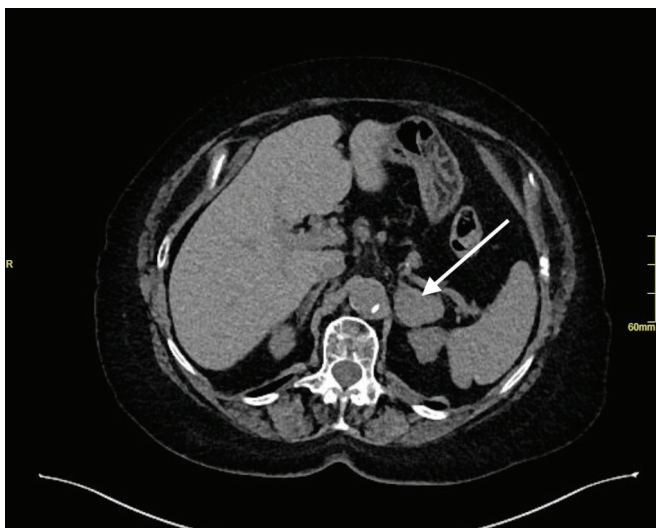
Incidentaloma leve nadledvične žleze (puščica) – pozitronska emisijska tomografija z računalniško tomografijo z ^{18}F -fluorodeoksiglukozo.
